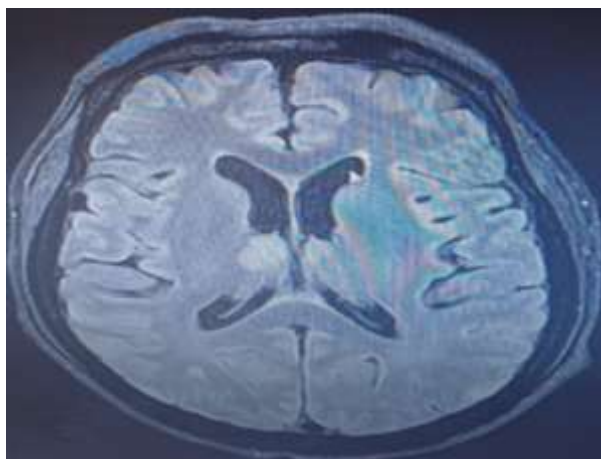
Resonancia magnética encéfalo: focos de restricción verdadera a nivel de la sustancia profunda del centro semioval derecho y bilateral simétrico en capsula interna bilateral con extensión a ambos pedúnculos cerebrales. Existen focos de hiperseñal en T2 sin restricción a nivel de la porción medial de ambos talamos, subcortical parietal izquierdo, frontal izquierdo y algún tenue foco cortical frontal hemisferio izquierdo. Existen signos de discreta hiperseñal T2 a nivel de la sustancia medial en el rumbo encéfalo. Tras la administración de contraste, no se identifican zonas de realce nodular, inflamación de las meninges o porciones nodulares evidentes.
